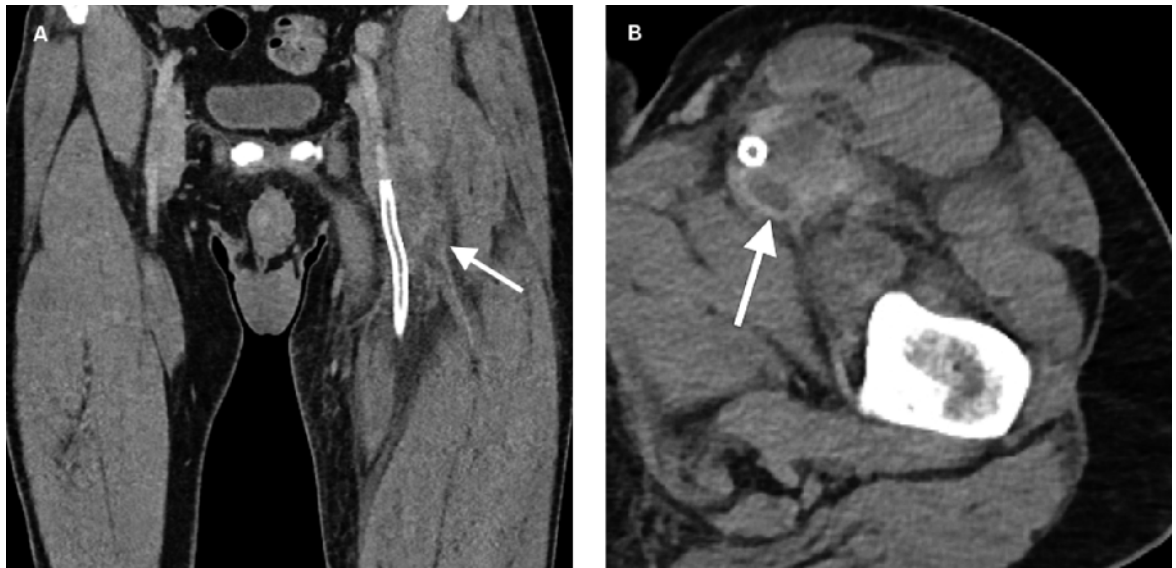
Computertomographie mit Kollektion um den proximalen Stent in der linken Leiste (Pfeil); koronar (A) und axial (B).
